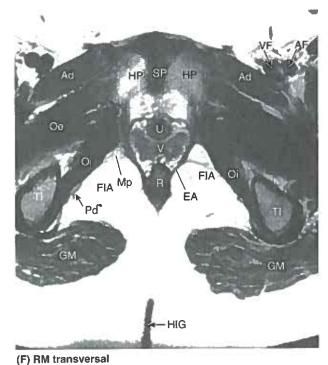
RM de la pelvis femenina. (B y D por cortesía de la Dra. Shirley McCarthy, Department of Diagnostic Radiology, Yale University and Yale-New Haven Hospital, New Haven, CT.) (Continúa.)
